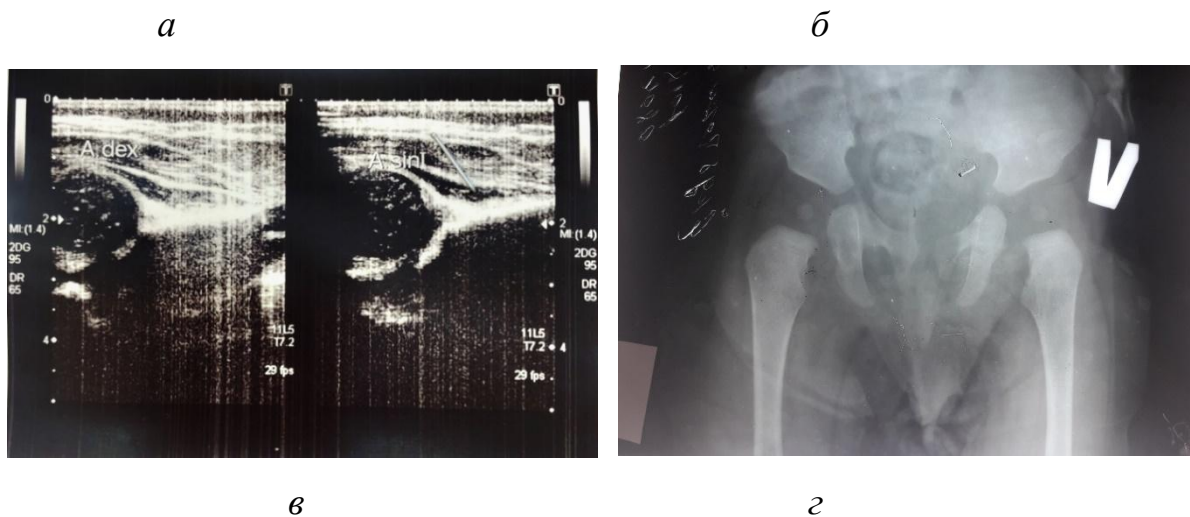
Лечение на шине Виленского с охватом за бедра. Результаты лечения больной С. Обозначения: а – фото больного; б – лечение в шине Виленского с охватом за бедра; в - УЗИ до лечения – определяется IV тип развития тазобедренного сустава; г – рентгенограмма тазобедренных суставов после лечения в возрасте 8 месяцев - определяются центрация головок бедра в вертлужную впадину и полноценное формирование крыши левой вертлужной впадины.
